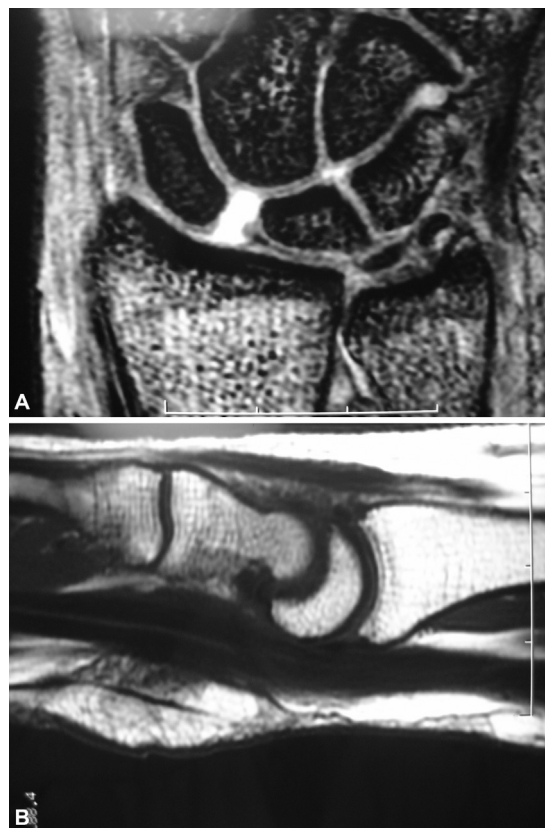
(A-B) Resonancia magnética con lesión de ligamento EL y deformidad en DISI.
